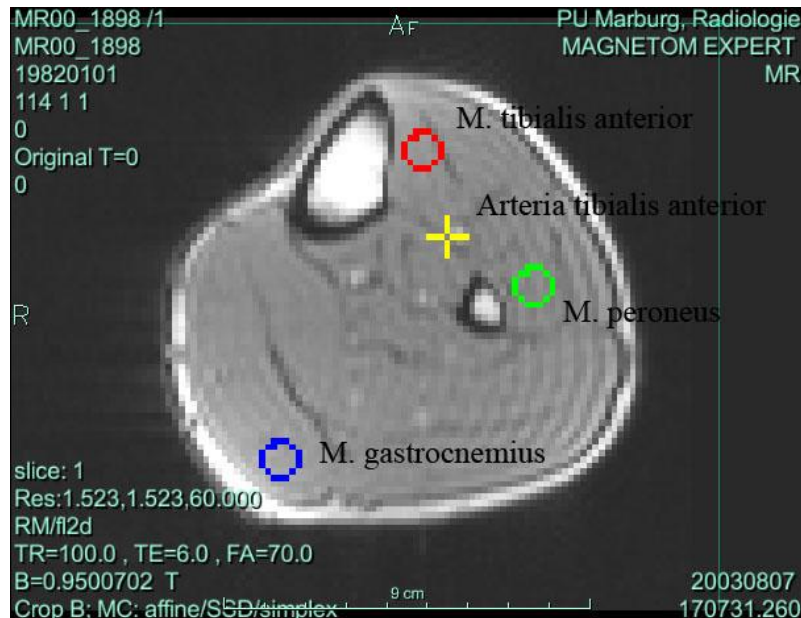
MRT Abbildung des linken Unterschenkels in Ruhe
